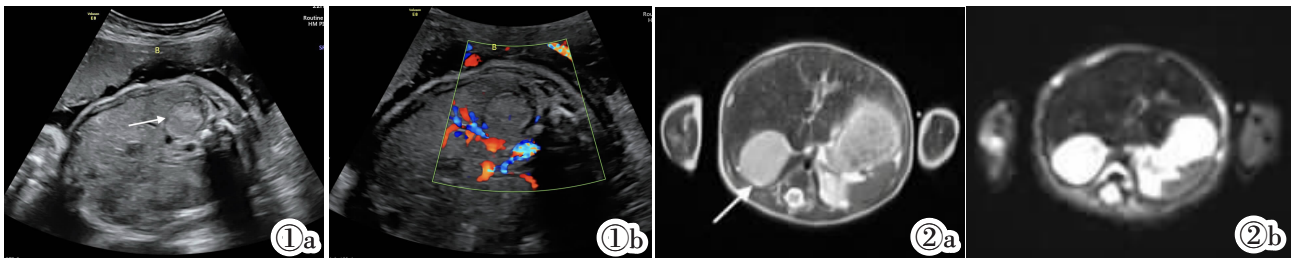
孕 31 周<sup>+</sup> 产前超声检查。图 1a: 胎儿右侧肾上腺区见不均质回声包块(白色箭头所示); 图 1b: 包块内见少量血流信号。图 2 出生后 4 天肾上腺 MRI 平扫+DWI。图 2a: T<sub>2</sub> 加权 MRI 显示右侧肾上腺圆形肿块(白色箭头)伴轻度高信号。图 2b: 右侧肾上腺圆形肿块 DWI 呈高信号。
